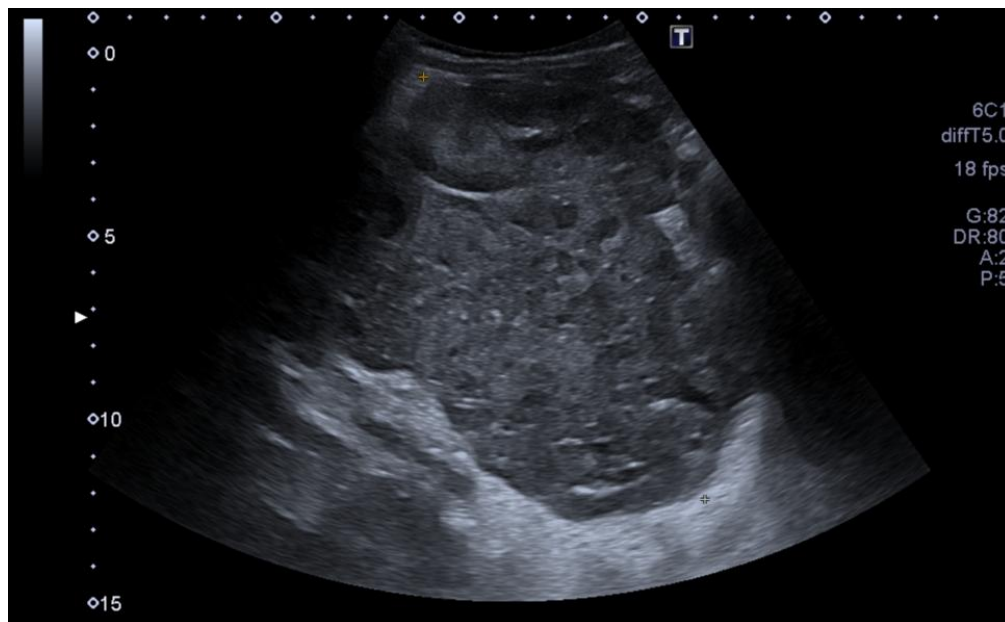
Ecografía realizada en urgencias Hospital Virgen de la Concha. Cedida por Servicio de Radiología Hospital Virgen de la Concha.
